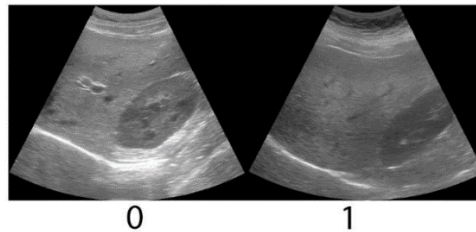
Esempi di ecografie epatiche valutate attraverso lo score di Hamaguchi [100]
